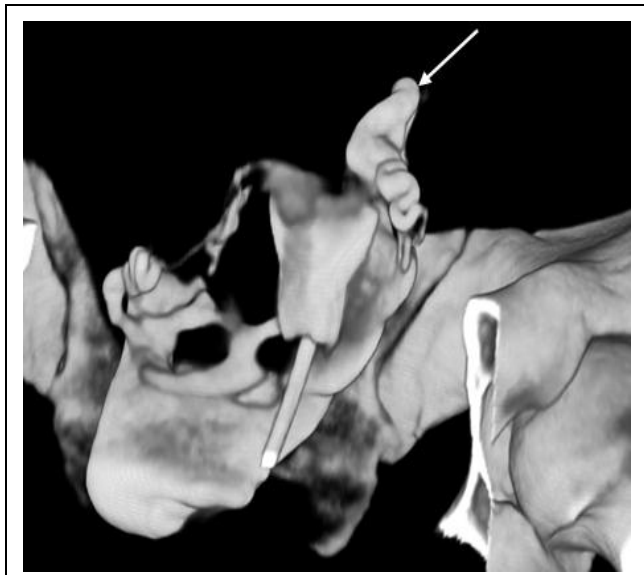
МСКТ-гистеросальпингография.
